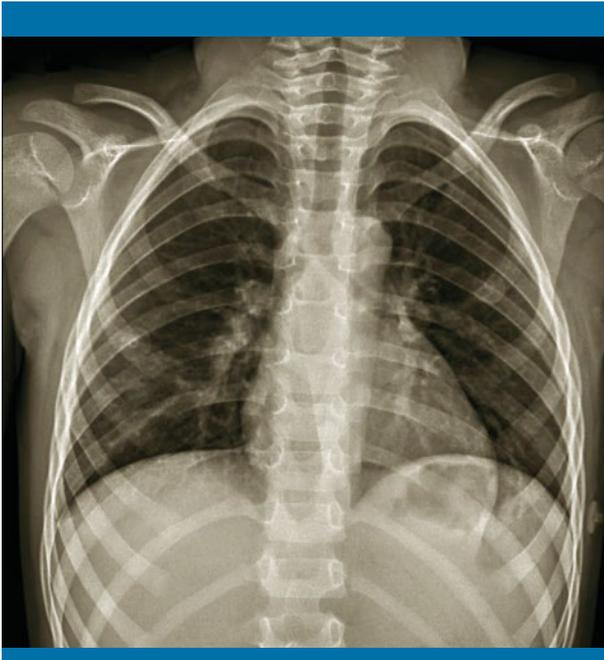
Radiografía de tórax en el momento del ingreso, sin hallazgos patológicos valorables
